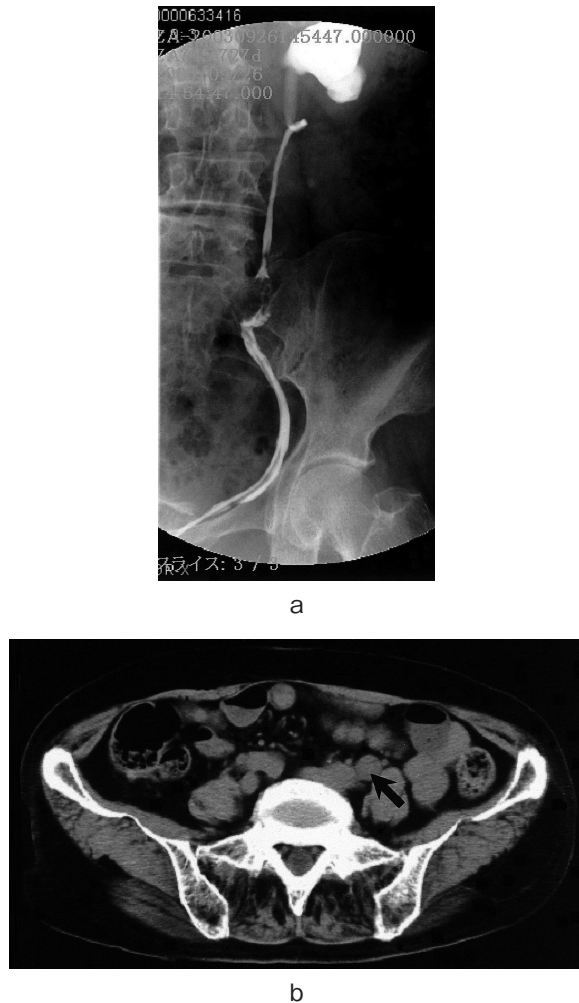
a: Retrograde pyelography showed a filling defect in the left ureter. b: Abdominal CT scan showed a mass in the left ureter (arrow).
